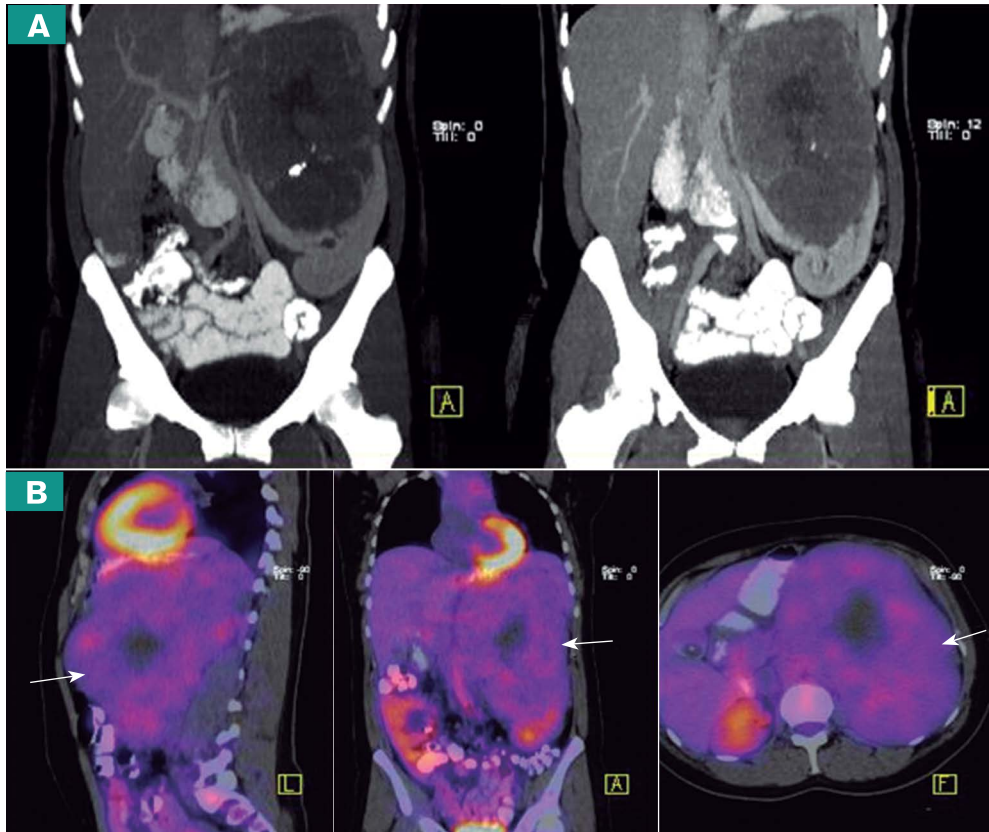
Estudio de PET-CT con ¹⁸F-FDG en un paciente con una gran masa renal izquierda, que ha deformado de manera importante este riñón y que resulta ser un carcinoma renal de células claras de riñón Furhman I. A. Estudio de tomografía contrastada, que hace parte del protocolo del estudio PET-CT. B. Fusión PET-CT, en la que se observa que la actividad metabólica de la lesión renal es muy baja al comparar con el paciente de la figura 6. A pesar del tamaño de la lesión, no se encontró infiltración hiliar, ganglionar regional o metástasis; después de cirugía, el paciente continuó en control. En conjunto con el caso presentado en la figura 6, en estos dos pacientes se evidencia que la actividad metabólica es proporcional al grado histológico de la lesión primaria, la cual a su vez correlaciona con la agresividad del tumor. Dr. Iván Fabricio Vega González.
